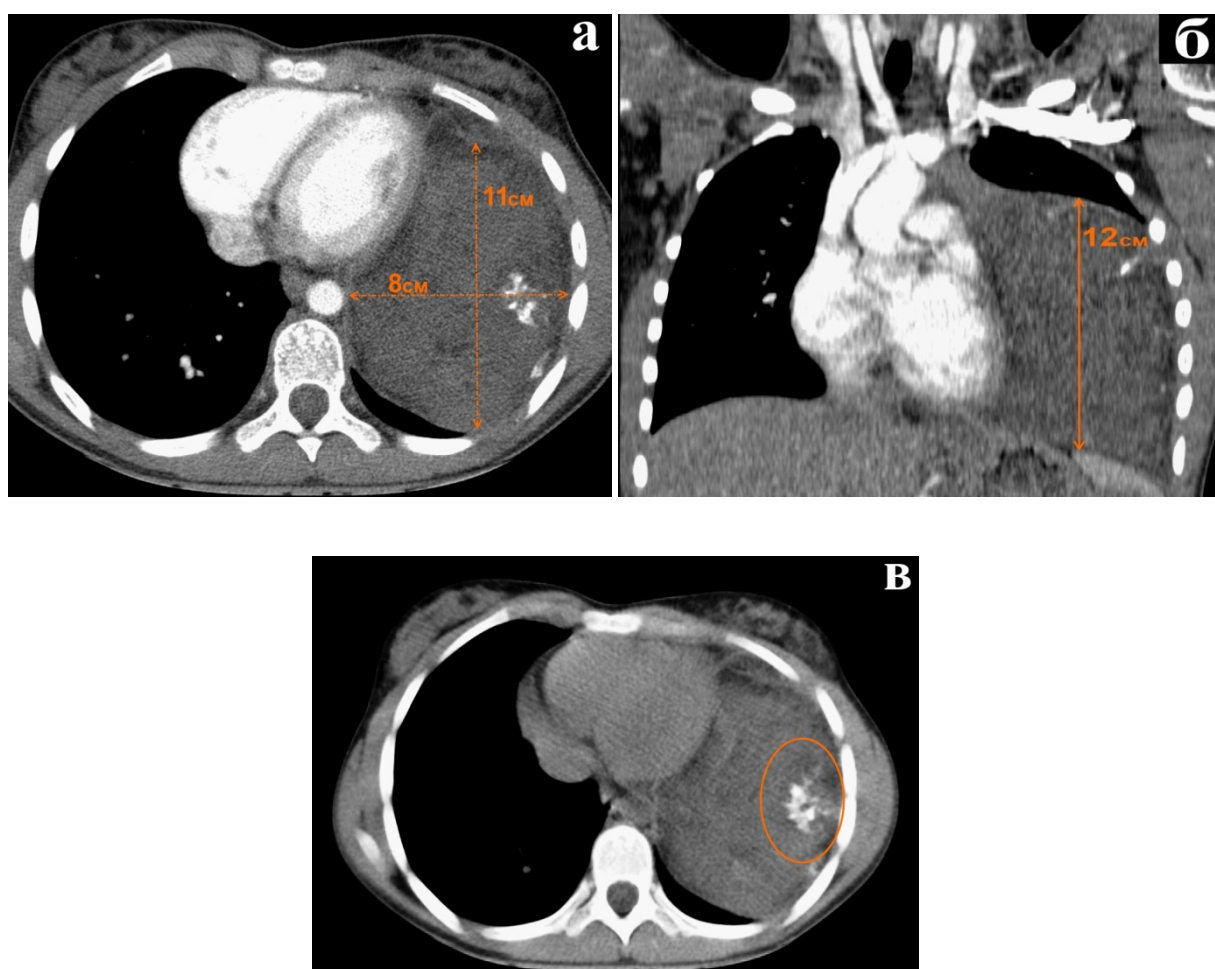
Срезы КТ ГК: а – аксиальный; б – фронтальный; в – овалом отмечены кальцинаты в структуре опухоли
